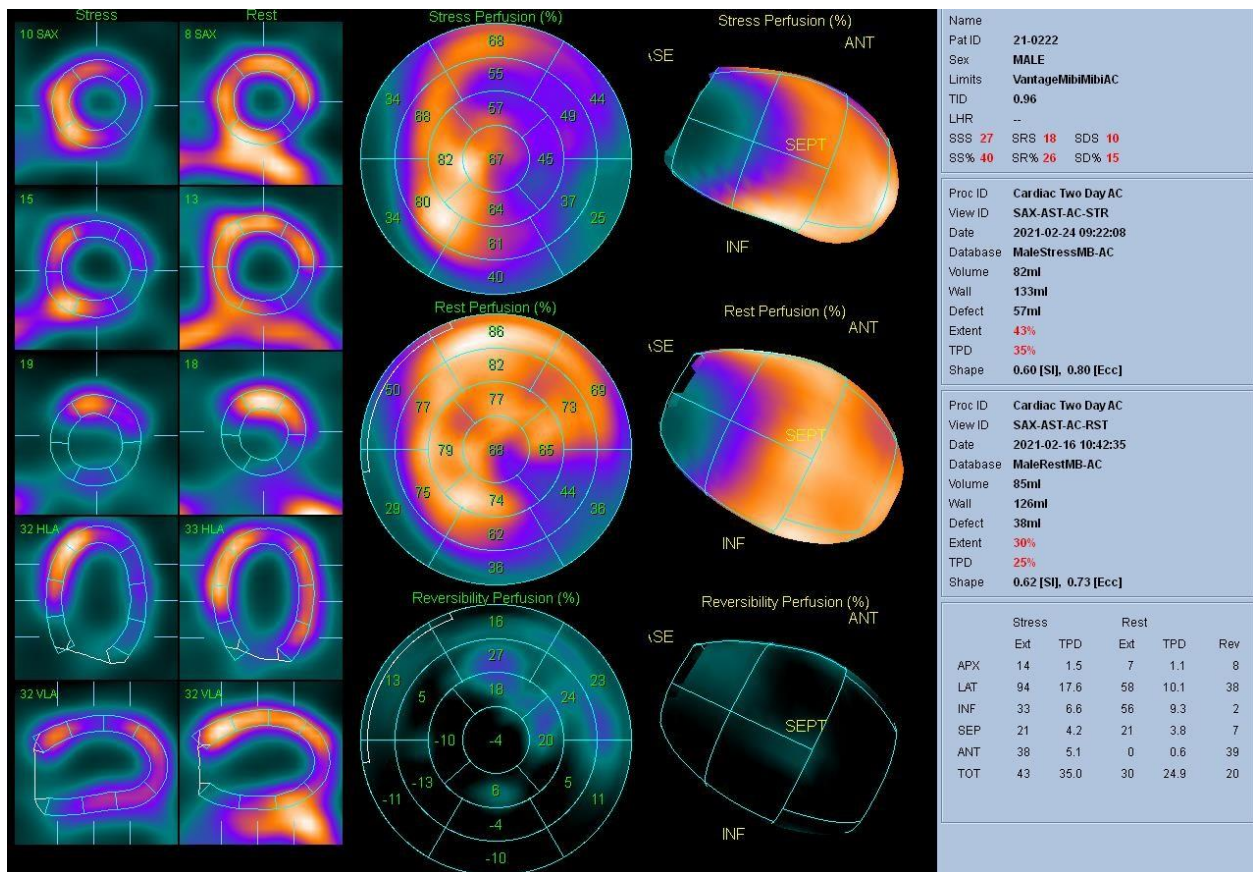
Пример изображений перфузионной ОЭКТ миокарда у пациента с перенесенным ИМ и достоверной пери- и интра-фокальной преходящей ишемией миокарда. SRS=18, SSS=27, SDS=10.
